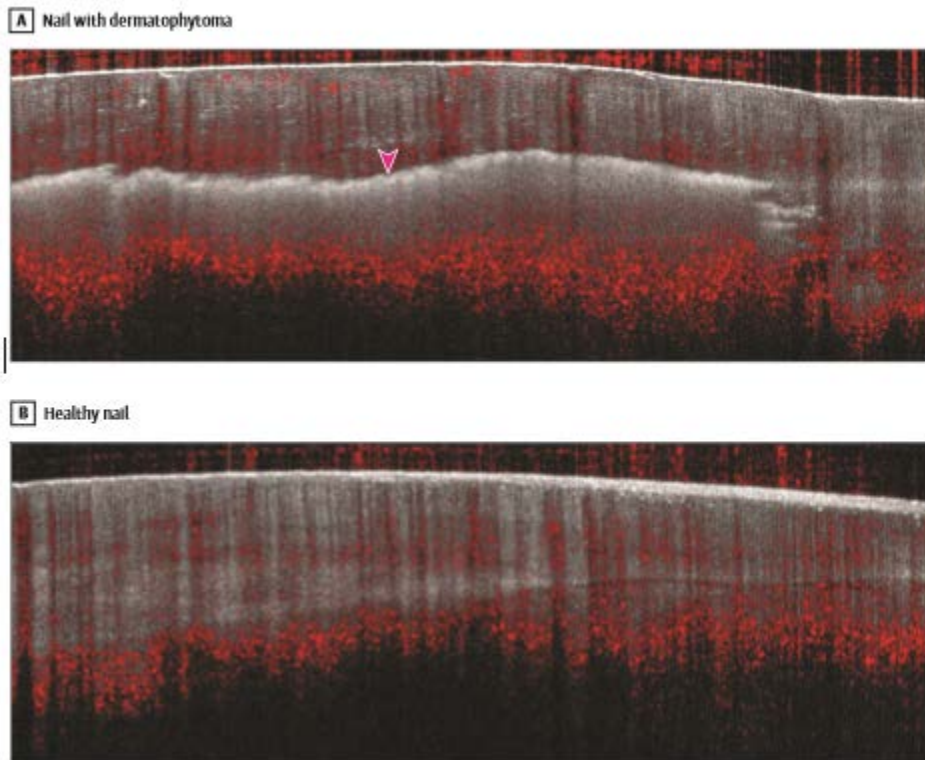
OCT dinámica a) masa avascular b) distinción entre la placa avascular y la zona vascularizada. Fuente: Vener S. y cols. Optical Coherence Tomography Features of Dermatophytoma.
